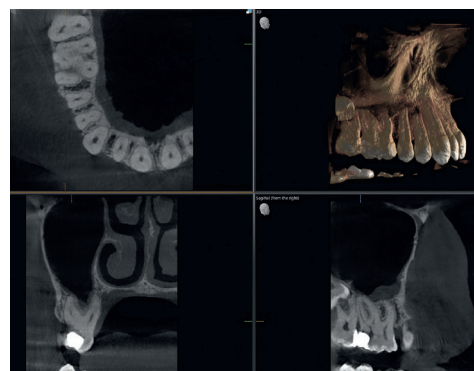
CBCT préopératoire.
